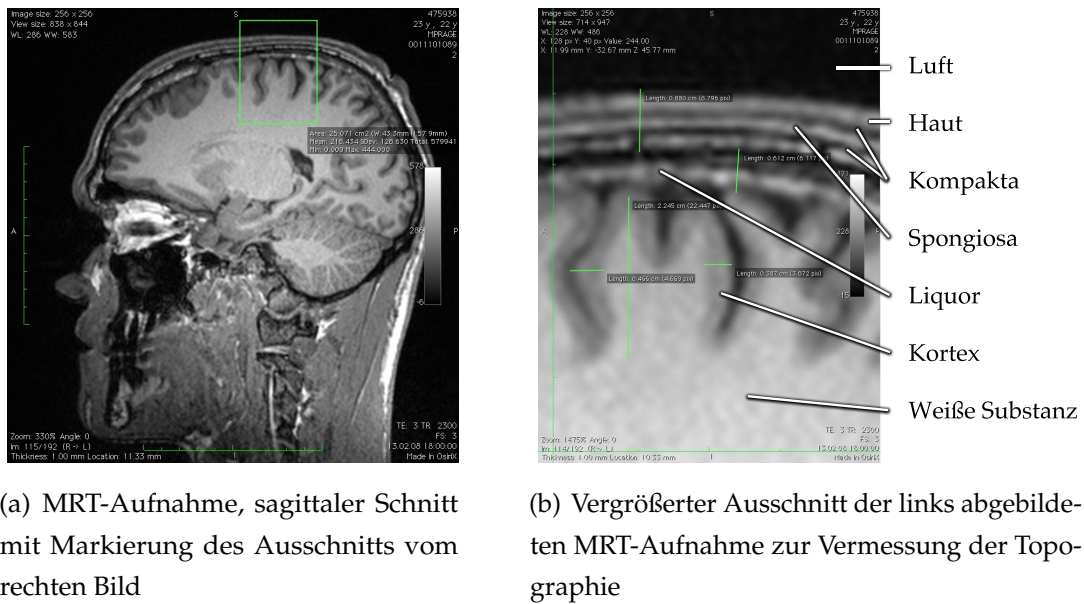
MRT-Aufnahme zur Parameterbestimmung. Bei einem gesunden Probanden wurden Aufbau und Größe der zu modellierenden Strukturen bestimmt. (MP-RAGE-Sequenz, sagittaler Schnitt, Siemens Trio 3T)
